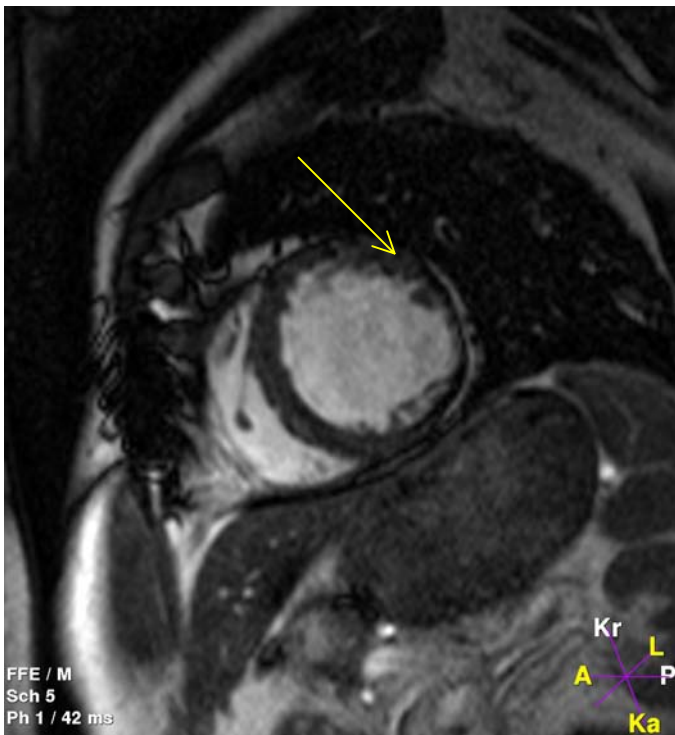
MRT-Kurzachsenschnitt (gelber Pfeil: laterale Myokardnarbe)
